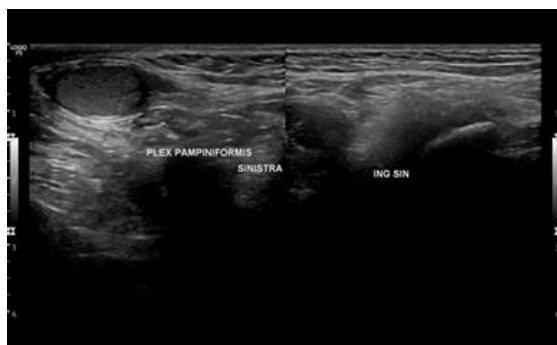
Tampakn USG plexus pampiniformis hingga inguinal sinistra. Tidak tampak area terisi oleh area anechoic.
